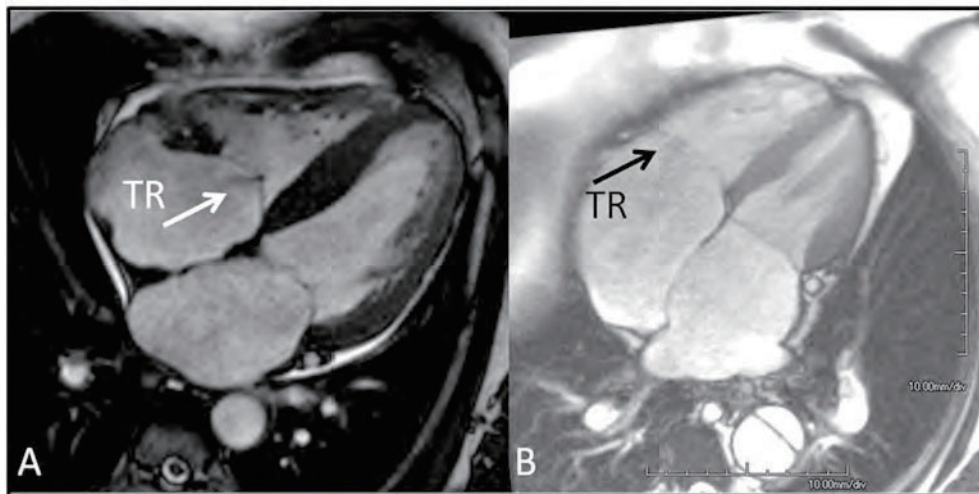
心臓 MRI シネ SSFP 法による軽度 (A) および重症 (B) 三尖弁逆流の描出。矢印は三尖弁逆流のジェットを示す。重症の三尖弁逆流は視覚化することがより困難であり、弁の形態は不明瞭であることが考えられる。
